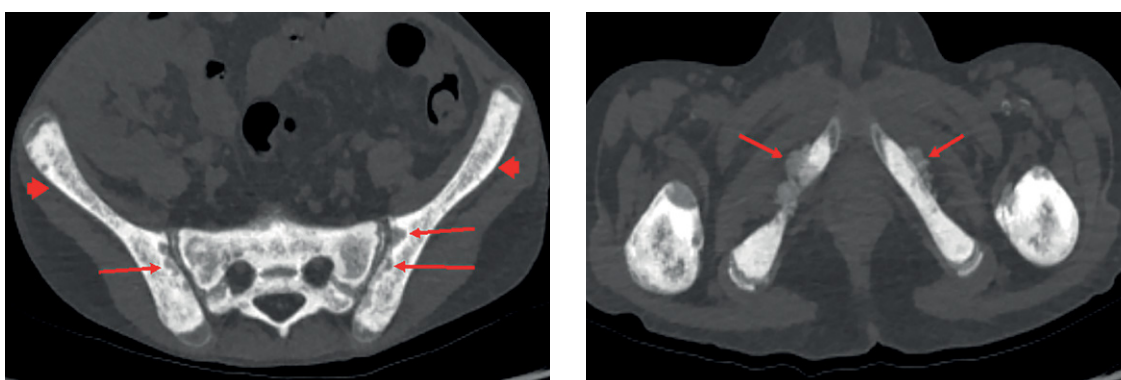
Мультиспиральная компьютерная томография костей таза.
